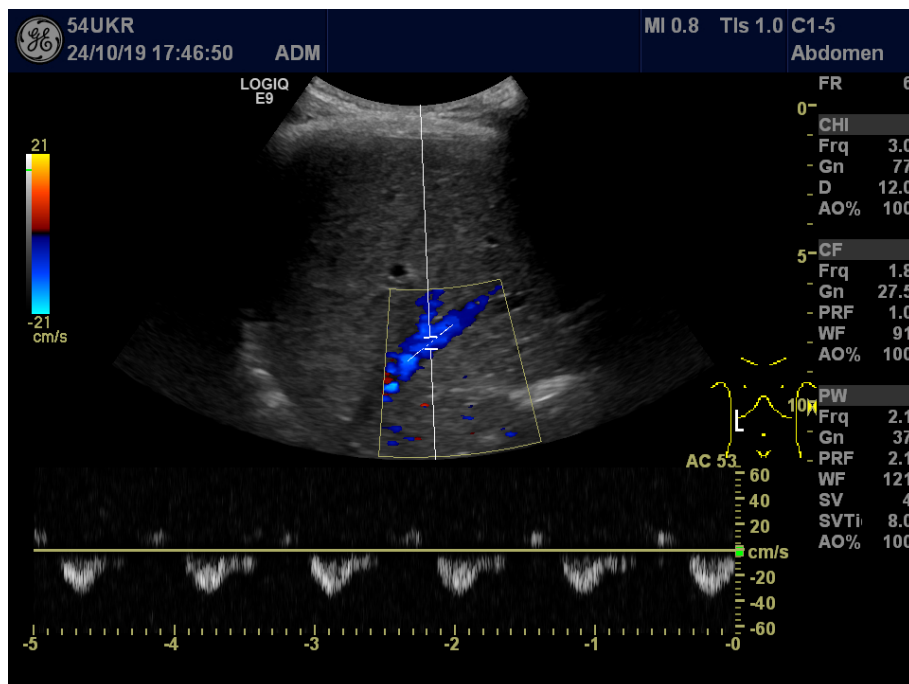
Dopplersonographie der Lebervenen in Triplex-Technik (B-Bild + Farbdoppler + Spektraldoppler). Zu sehen ist die Ableitung eines biphasischen Flussprofils ohne Hinweise auf eine Lebervenenstauung oder Abflussstörung.
